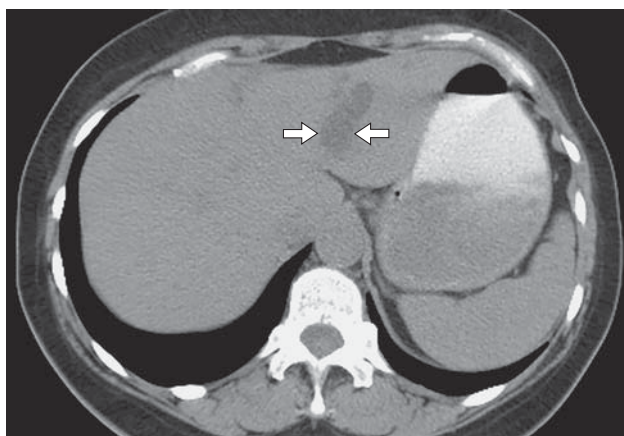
КТ-изображение. Изолированное расширение внутрипеченочных желчных протоков левой доли печени с наличием образования пониженной плотности без признаков накопления контрастного вещества (стрелки).
